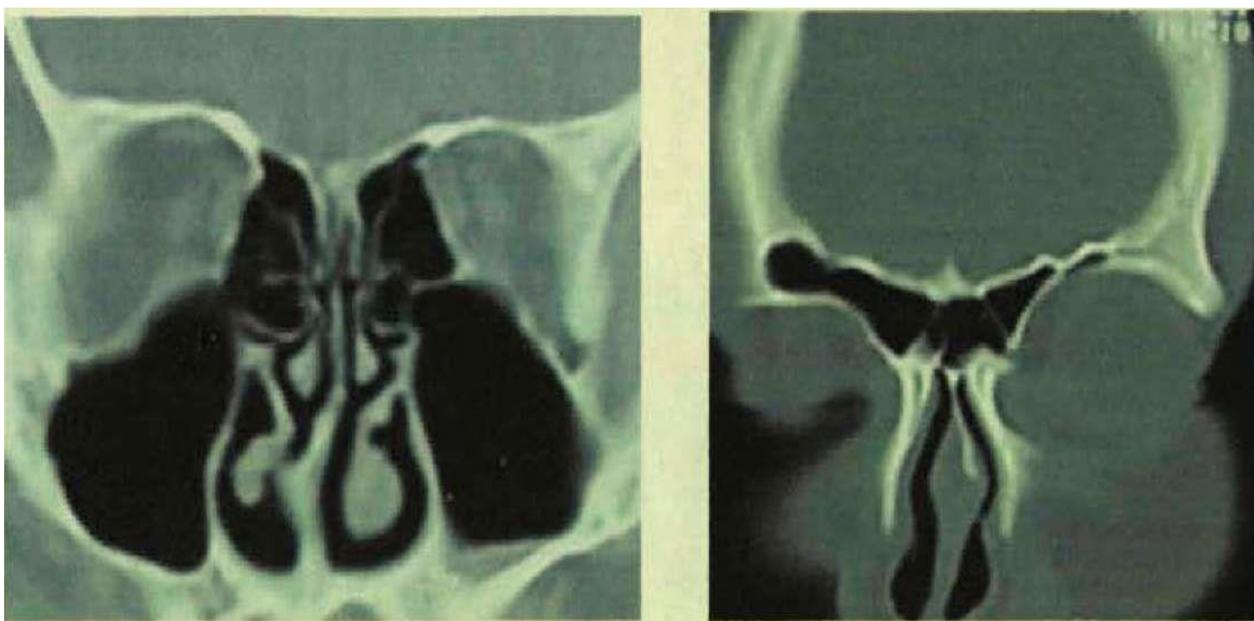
КТ больного Х. в коронарной проекции через 1 год после окончания лечения, (от 23/02/2001).
